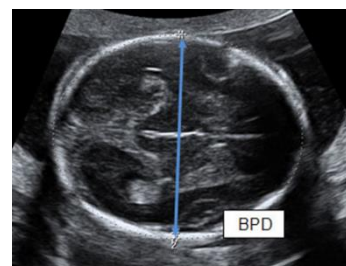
Ecografía muestra la medición del diámetro biparietal.
